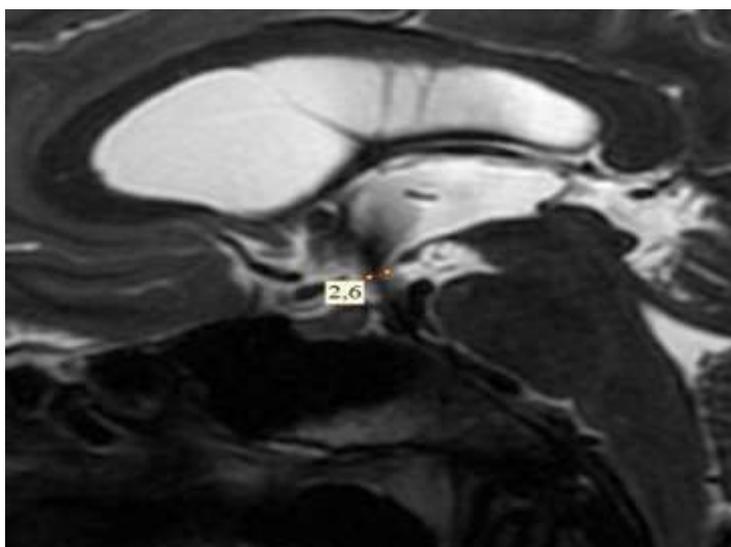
МРТ в режиме SAG-T2-CUBE (в миллиметрах показана ширина выполненной стомы)
